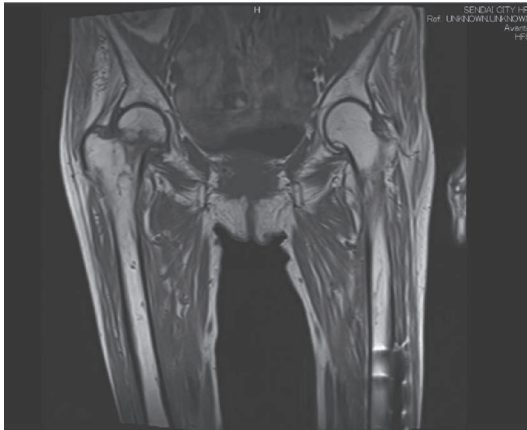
MRI：T1強調像（入院27日目） 大腿骨頸部に帯状の低信号域が認められる。
